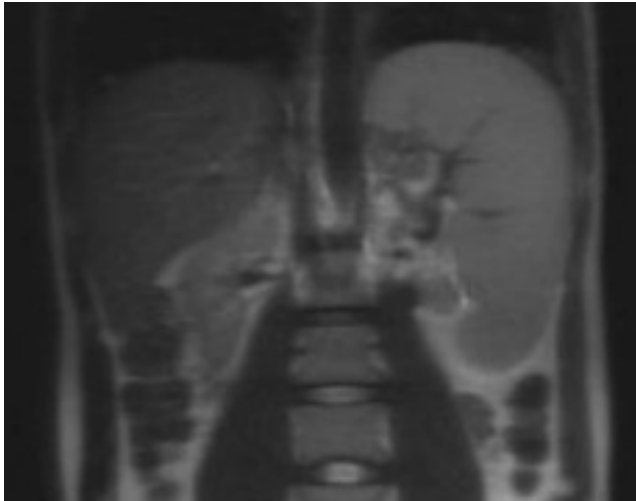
Kernspintomographie des Abdomens bei Patient mit CVID mit Nachweis einer Hepatosplenomegalie
